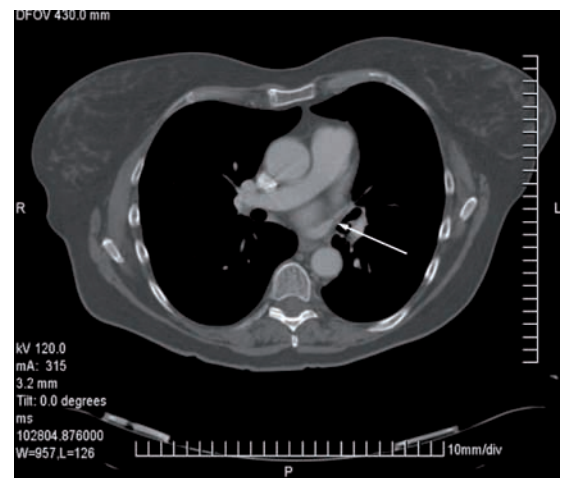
Computed tomography of chest, showing left upper pulmonary venous stenosis (arrow)
